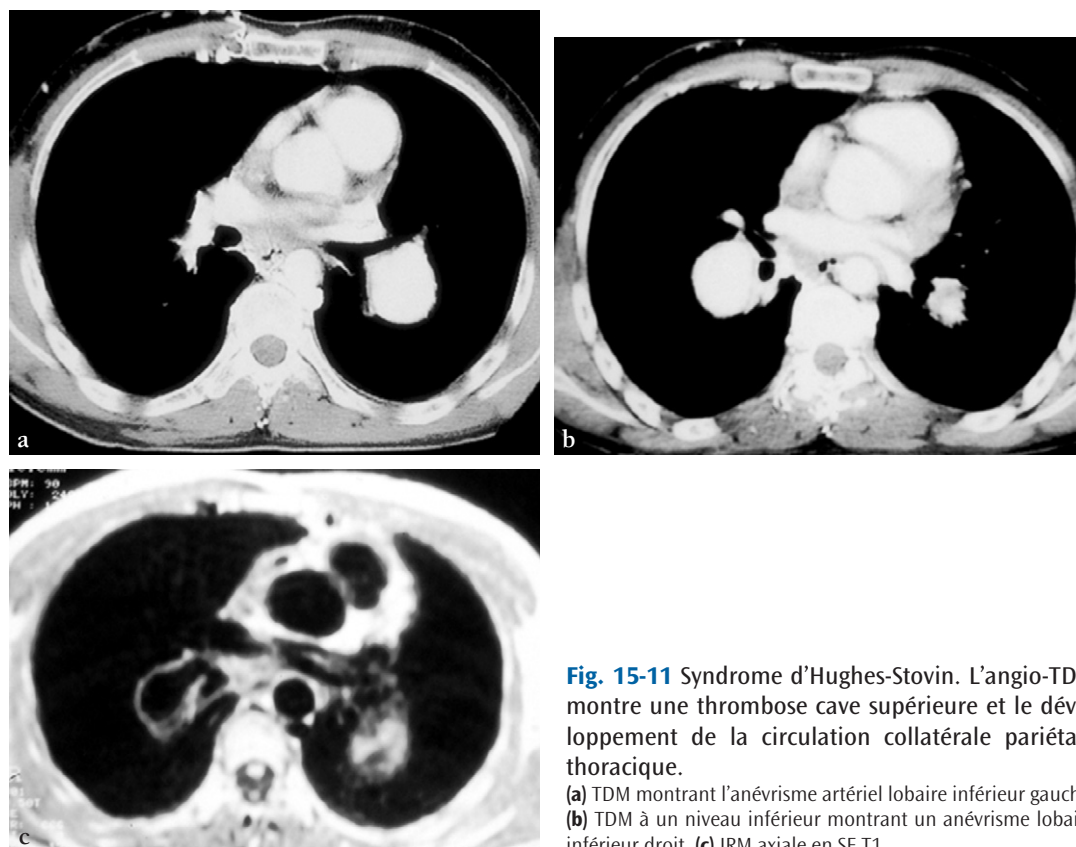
Syndrome d'Hughes-Stovin. L'angio-TDM montre une thrombose cave supérieure et le développement de la circulation collatérale pariétale thoracique.
